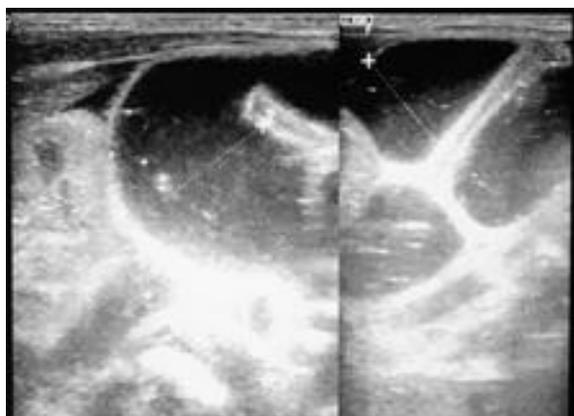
Dilatation du grêle avec lame d'ascite lors de l'échographie néonatale
